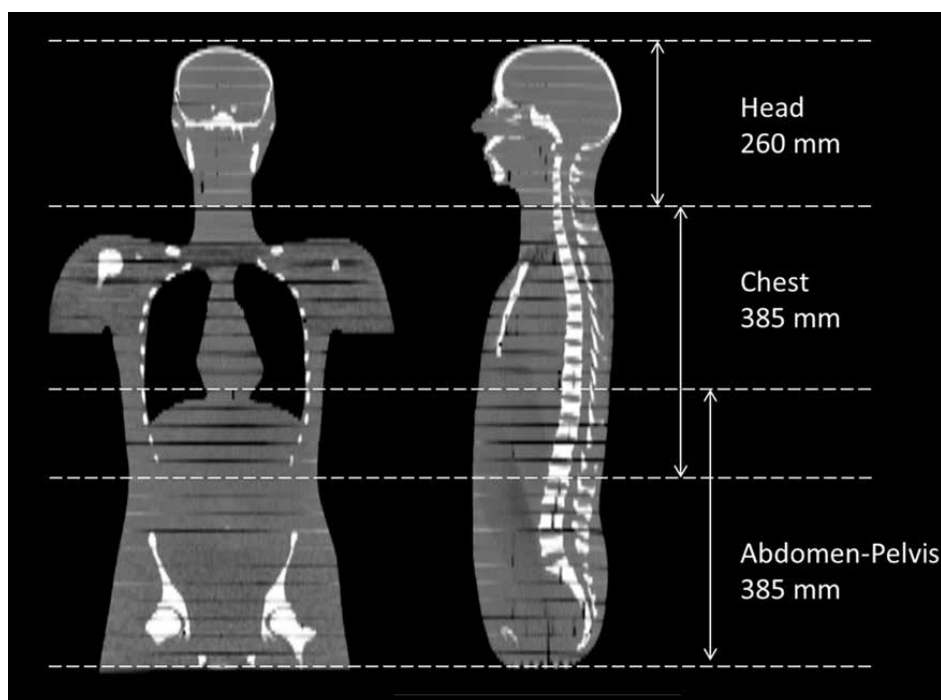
線量シミュレーションで設定した CT 位置決め撮影の頭部、胸部および腹部 - 骨盤部の撮影範囲。
